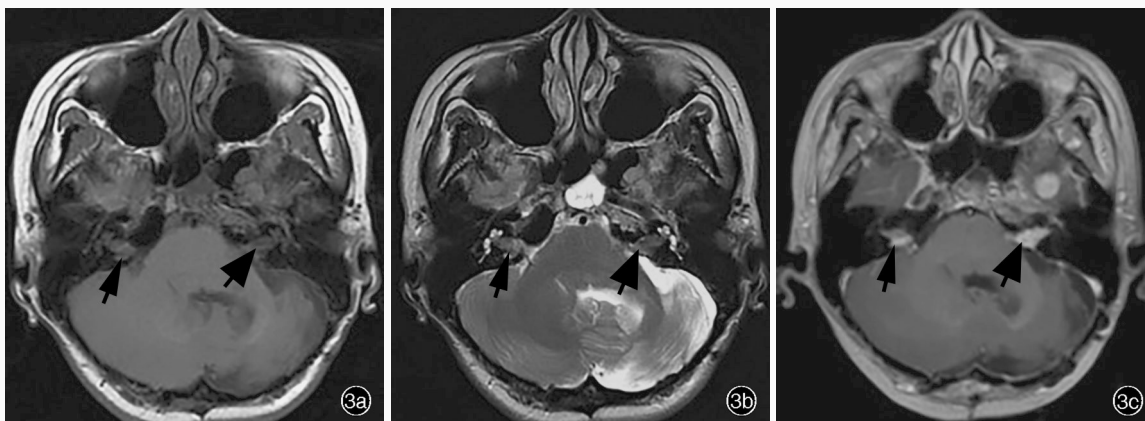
出院4年头部MRI检查显示左侧脑桥小脑角脑膜瘤全切除(粗箭头所示),左侧听神经瘤近全切除,内听道沿面神经和前庭蜗神经走行部位少量肿瘤残留,右侧内听道病变无明显变化(细箭头所示) 3a 横断面T<sub>1</sub>WI 3b 横断面T<sub>2</sub>WI 3c 横断面抑脂增强T<sub>1</sub>WI
